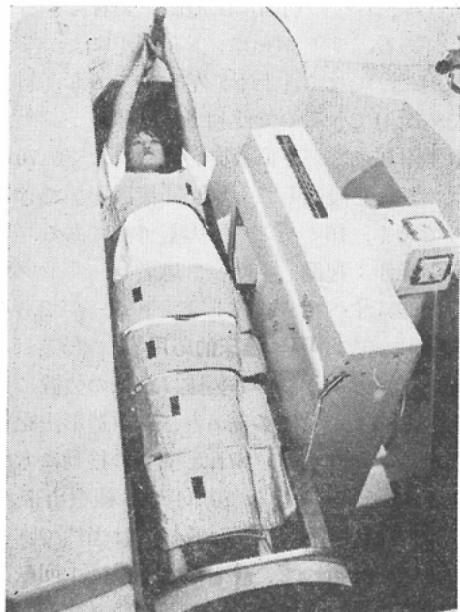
Lateral radiography by patient rolling or beam rotation (the image intensifier rotates together with the x-ray tube around the patient). The special Fastening-Band can be seen.
